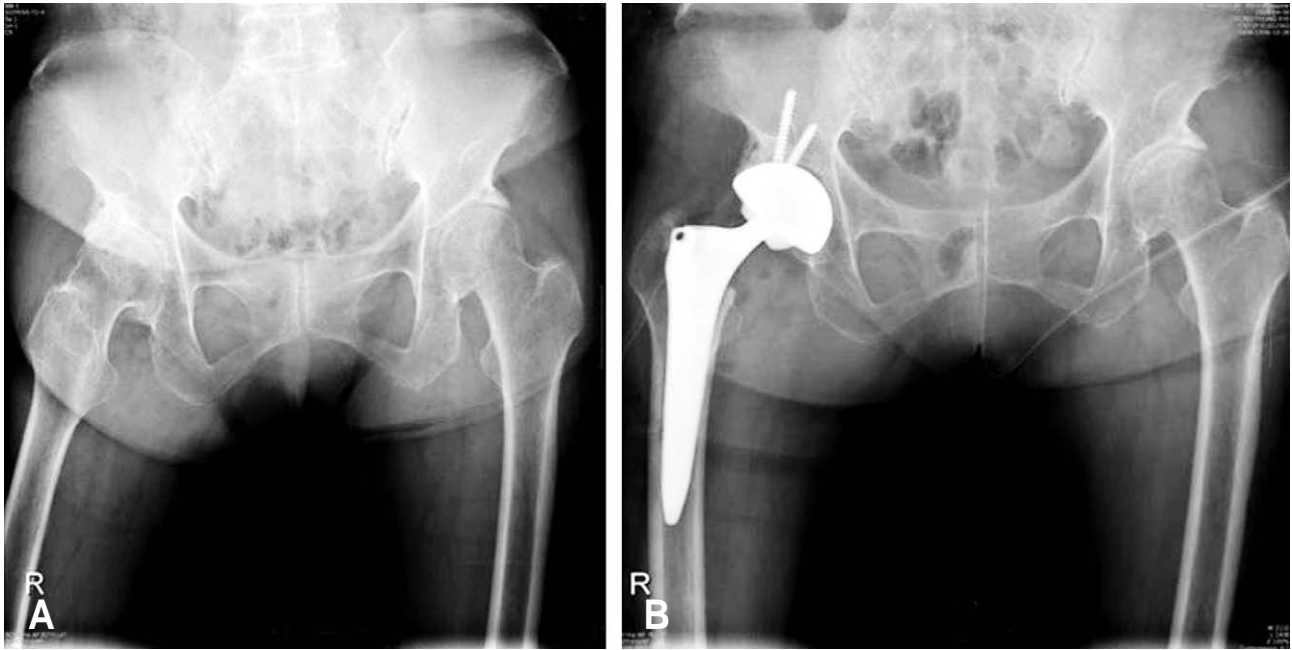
(A) 71-year-old female patient complained right side hip pain. Preoperative X-ray shows severe osteoarthritic change of femoral head and acetabulum. (B) Postoperative x-ray shows stable THA. The patient has been satisfied with subsiding pain after THA without dislocation.
